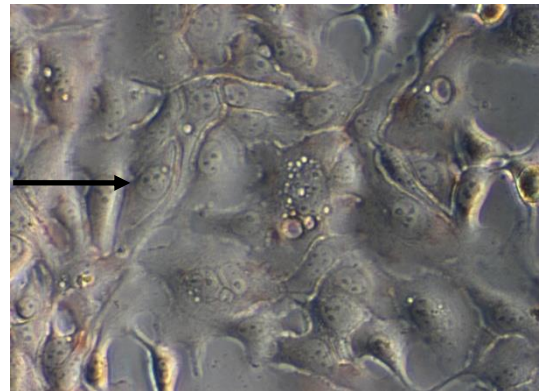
BT20-Zellen: α ER, LinRed negativ (Vergrößerung 32x)
